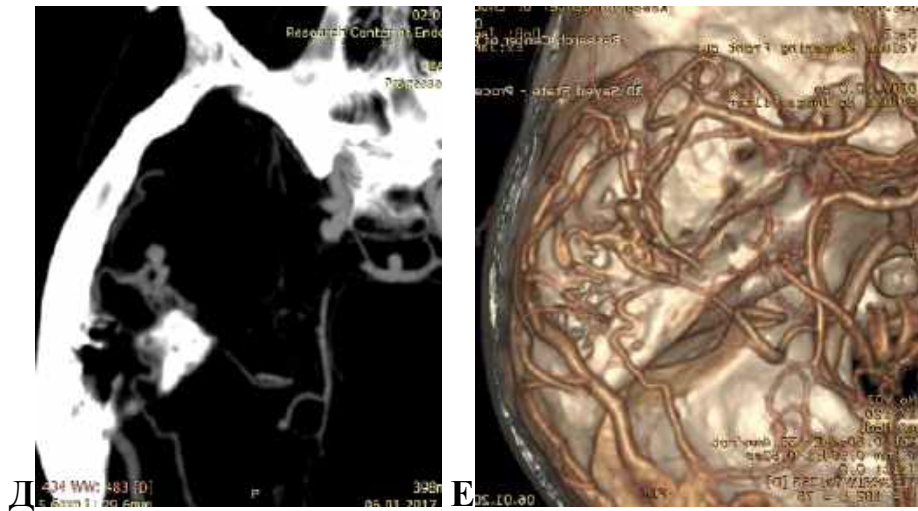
Спостереження №58. КТ та КТА хворого К-ць, вік 8 років (історія хвороби №17). А і Б — КТ демонструє внутрішньомозковий крововилив базальних відділів правої скроневої частки головного мозку із формуванням пластинчастої субдуральної гематоми та не значним мас-ефектом; В — КТ картина задовільної резорбції субдуральної гематоми та регресу мас-ефекту на третю добу; Г — КТ ангіографія у мозковому режимі виявляє АВМ із ІА котра оточена внутрішньомозковою гематомою. Д і Е — аксіальна та тривимірна КТ реконструкція судин із візуалізацією АВМ та ІА.
